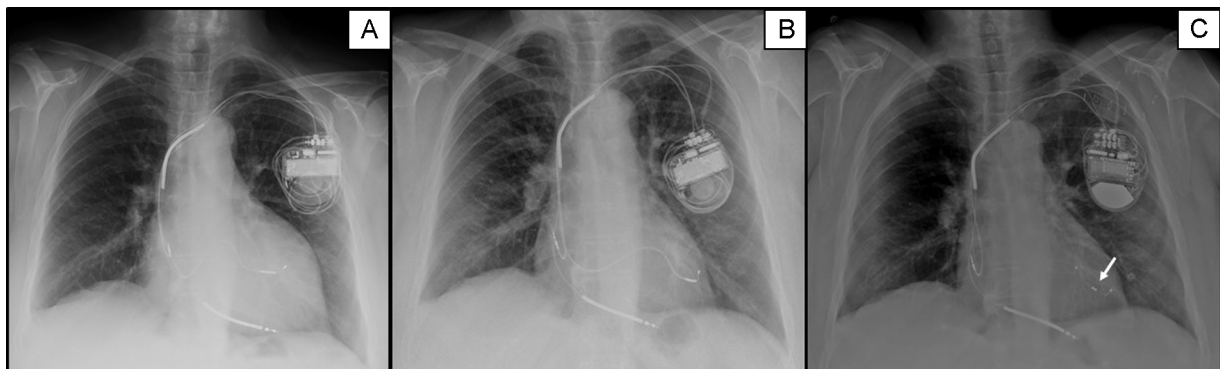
A: radiografía de tórax posteroanterior inmediatamente después del implante del desfibrilador con terapia de resincronización. B: radiografía de tórax 9 meses después del implante, cuando apareció la estimulación frénica; se aprecia la disminución de la distancia entre el polo distal del cable del ventrículo izquierdo (A) y el borde de la silueta cardíaca; C: radiografía de tórax tras el implante del nuevo cable cuadripolar en la misma vena; la proximidad entre los electrodos 2 y 3 (flecha) minimiza la estimulación frénica.
